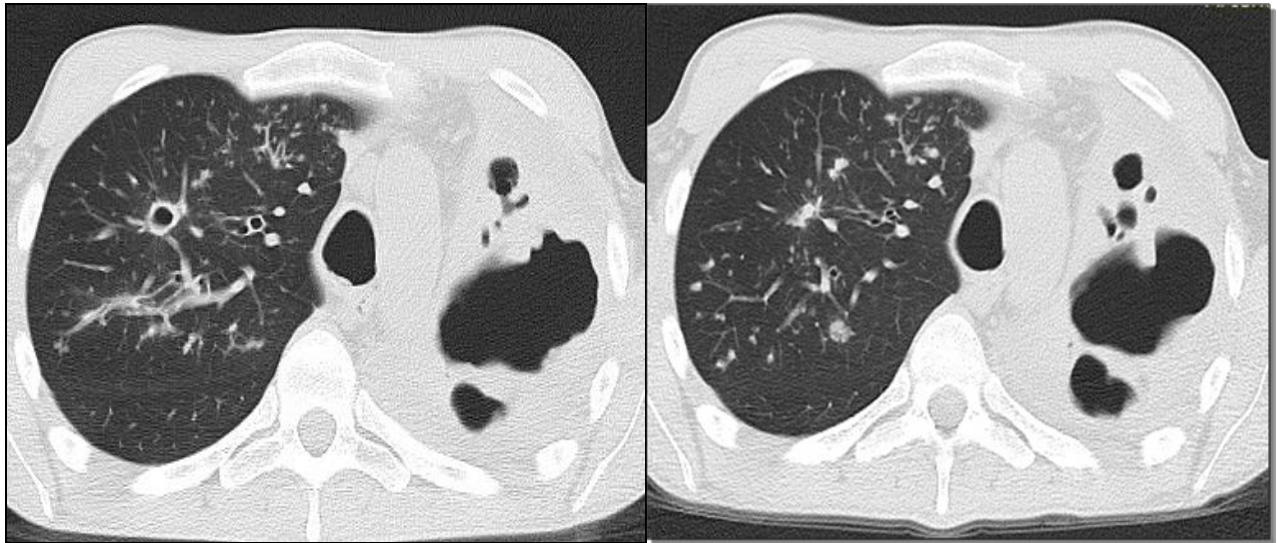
МСКТ ОГП до початку лікування та через 8 міс ІФ АМБТ
